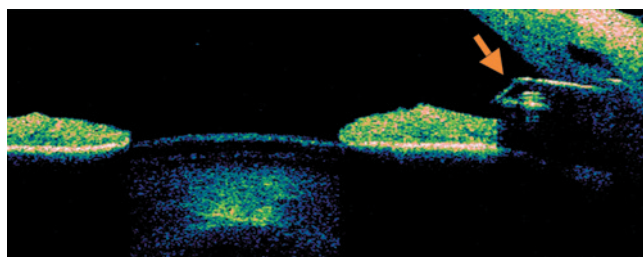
Оптическая когерентная томография зоны имплантации пациента В. (дренажное устройство обозначено стрелкой).
